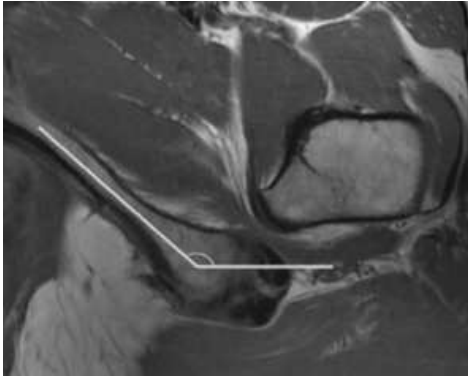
Angle ischiatique mesuré à l'IRM en coupe axiale , d'après Bredella (92)
